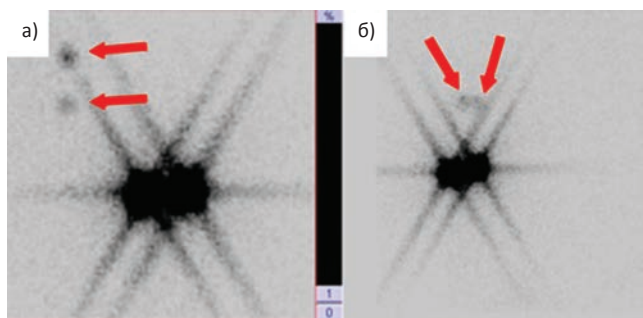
Сцинтиграммы в передней (а) и правой боковой (б) проекциях пациентки с опухолевым узлом на границе верхних квадрантов правой молочной железы. Коллоидный РФП введен внутрикочно, параареолярно. На сцинтиграммах определяется депо введенного РФП (две области с максимальным уровнем включения РФП) и две точки, соответствующие СЛУ (стрелки)
